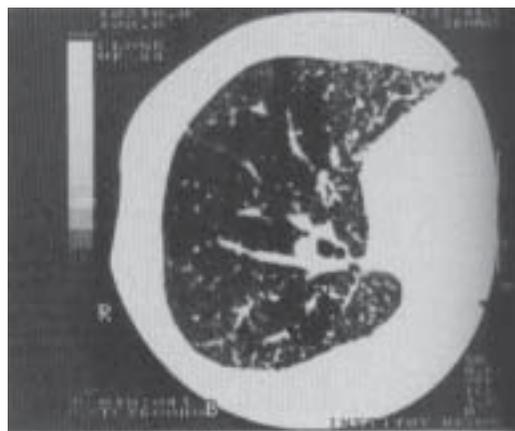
Tomografía computarizada con técnica de alta resolución muestra un patrón intersticial con presencia de múltiples cavidades quísticas.
